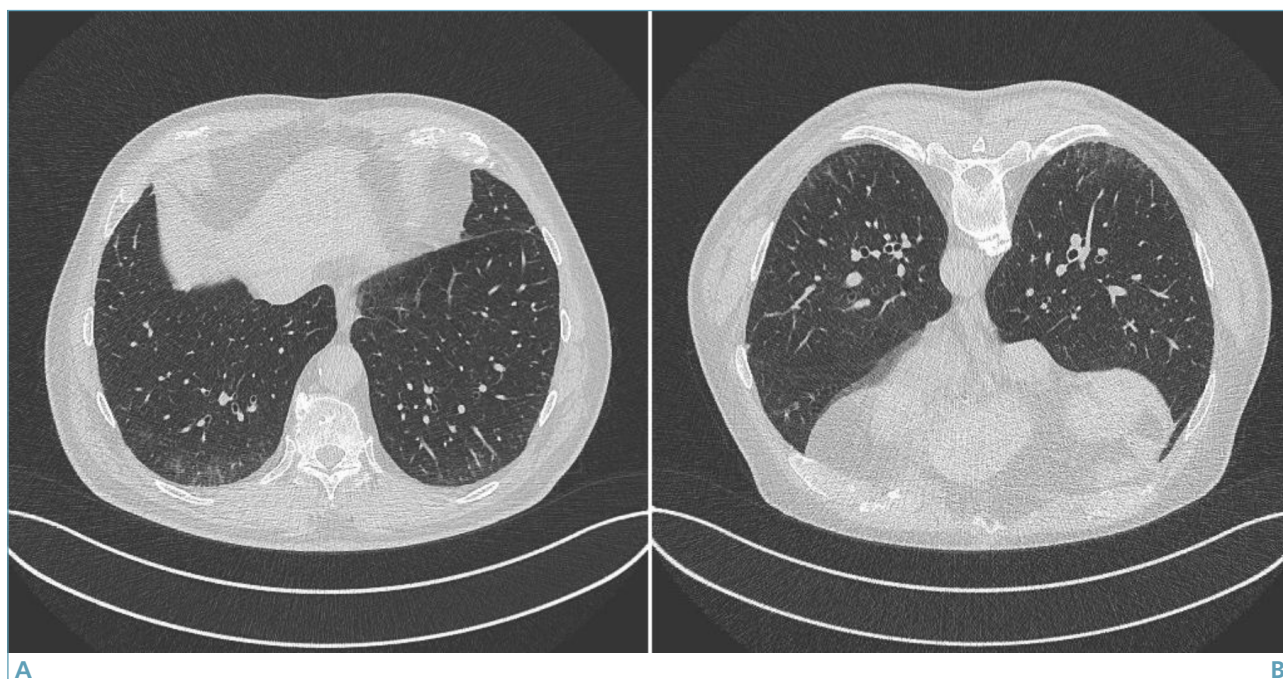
ILA (*Interstitial Lung Abnormalities*) (A-B). Le immagini HRCT assiali, acquisite in decubito supino (A), evidenziano sottili opacità reticolari a distribuzione dorsale sub-pleurica che interessano le basi polmonari bilateralmente; le immagini ottenute in decubito prono, allo stesso livello (B), confermano la presenza di alterazioni reticolari sub-pleuriche bilaterali, escludendo la possibilità di densità gravitazionali.
